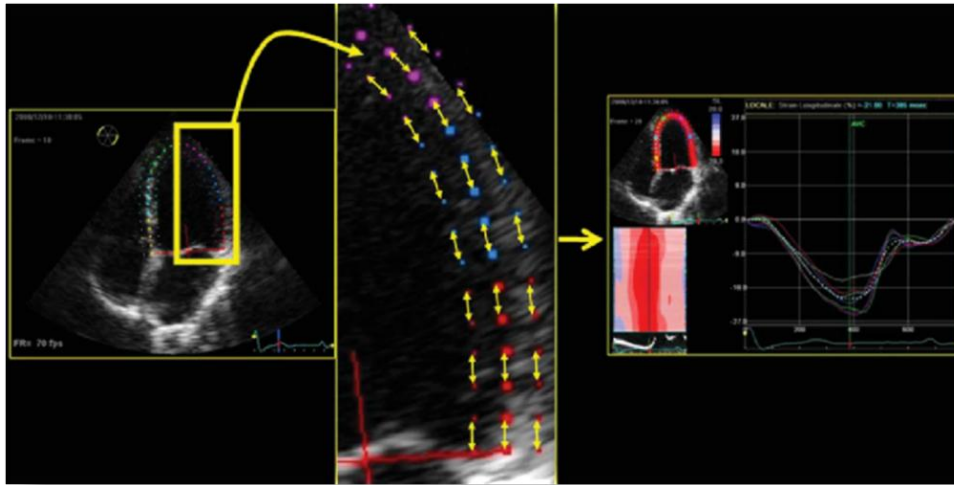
Спекл-трекинг эхокардиографический анализ продольной деформации.
